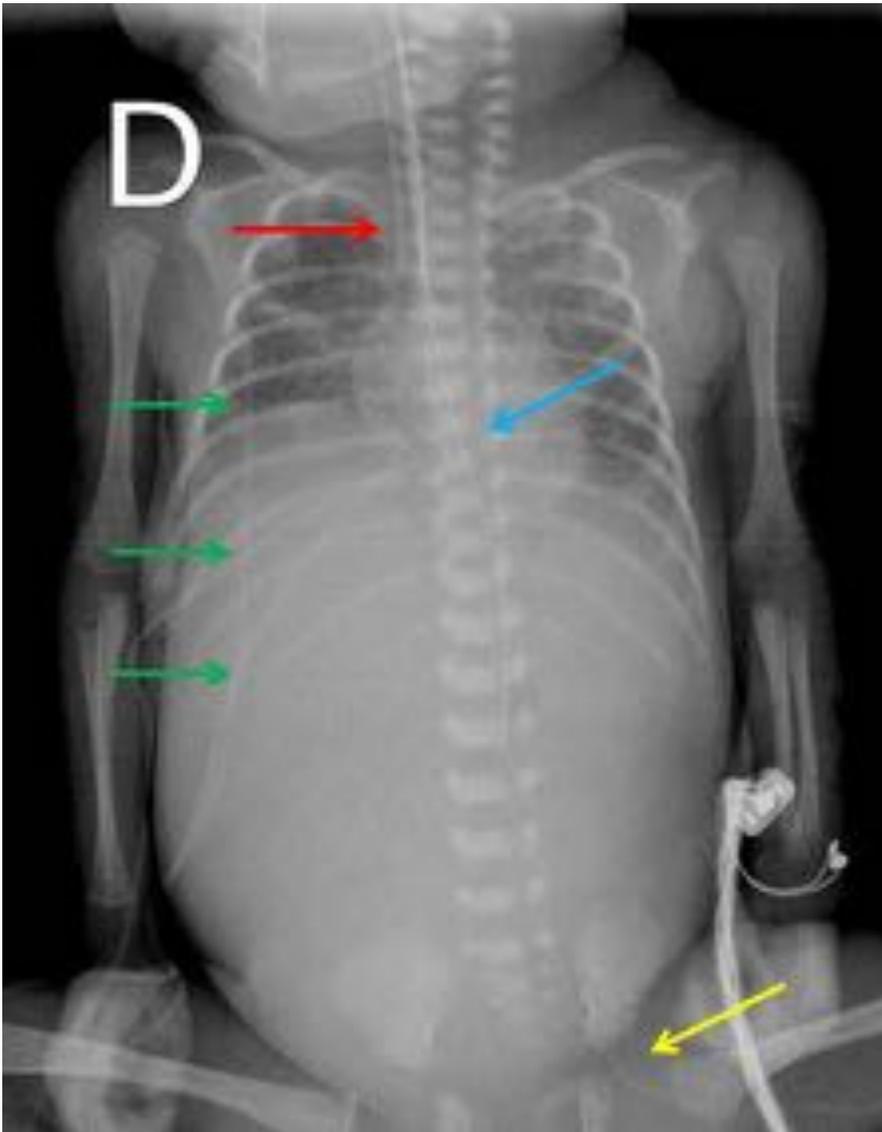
Recién nacido pretérmino de 29 semanas con sepsis nosocomial refractaria a tratamiento. Radiografía simple AP, con aumento de densidad generalizada en el abdomen, con borramiento de líneas grasas y ausencia de aire en asas intestinales, compatible con ascitis. Tubo ET (flecha roja). SNG con extremo en cuerpo gástrico (flecha azul). Catéter femoral arterial izquierdo (flecha amarilla). Se visualizan otros dispositivos externos superpuestos sobre el tórax (flechas verdes).
